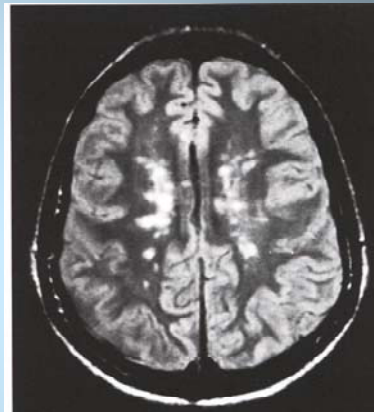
RMN cerebrale: multiple aree di demielinizzazione a prevalente sede periventricolare.
